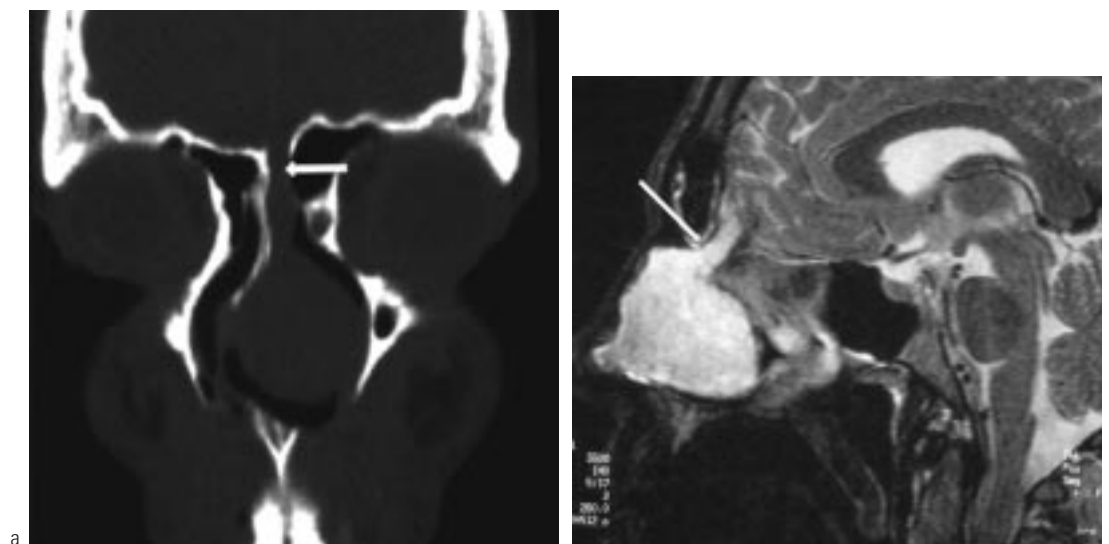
Pseudo-tumeurs : méningocèle gauche. Le scanner (a : coupe coronale) retrouve la zone de déhiscence de la lame criblée (flèche), l'IRM (b : coupe sagittale, séquence pondérée en T2) montre la continuité entre la formation et l'endocrâne (flèche).
